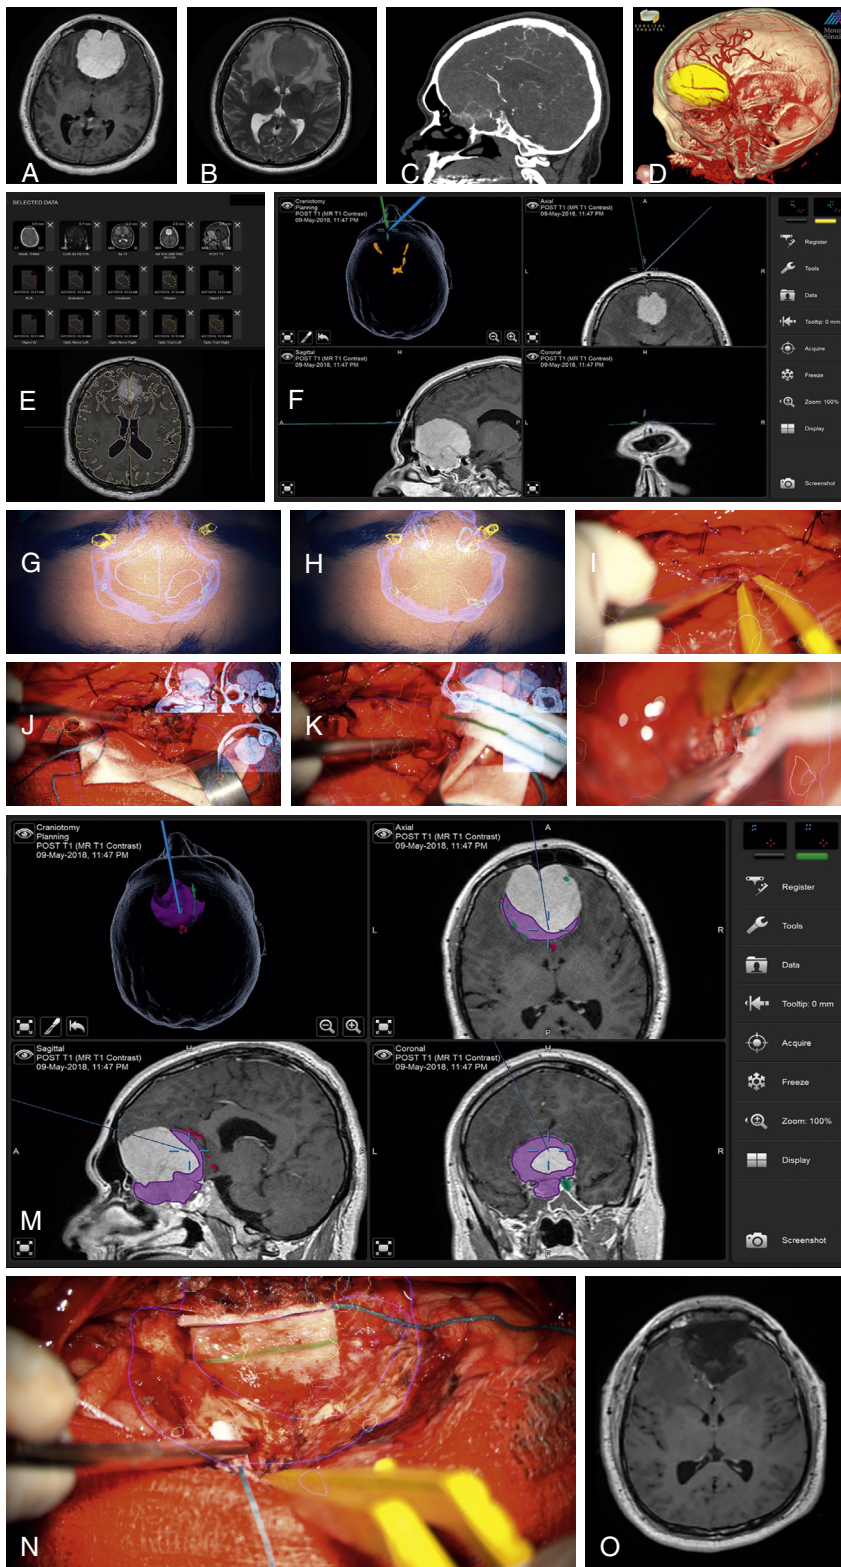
案例1。一位40岁的男性患者，无显著既往病史，因严重的视力丧失和嗅觉缺失前来就诊于内科医生。他的神经系统检查显示右侧视野下部视力为20/400，左侧手指计数，以及嗅觉缺失。(A)术前轴向增强T1 MRI。(B)术前轴向T2 MRI。(C)术前矢状CT血管造影。(D)使用Surgical Theater进行的患者解剖三维规划。(E)通过atlas分割和Brainlab SmartBrush手动分割相结合的方法选择扫描和关键结构分割。(F)通过将显微镜聚焦在放置于患者皮肤上的配准探头上验证的配准。(G)通过显微镜目镜显示的分割构建体叠加在视野上的抬头显示视图。目镜的焦深位于皮肤表面之下，允许显示分割的颅内结构。(H)深焦显示，允许切除某些分段结构，揭示分割模型的更深层部分。(I)开后硬脑膜后覆盖在大脑表面的头部显示。视神经（黄色）和肿瘤（紫色）的投影有助于快速识别肿瘤囊周围初始解剖平面。实线表示显微镜当前焦深处的结构边界。虚线表示显微镜视野平面上结构的最大边界。(J)操作视野的画中画和头部显示。画中画显示标记点以指示操作显微镜的焦点。头部显示根据当前显微镜角度、焦深和放大倍数调整分割模型的显示，以勾勒出患者的解剖结构。(K)操作视野的画中画和头部显示，指示未解剖的前极动脉（绿色）接近位置。预见这一结构使得手术可以高效地进行，直到外科医生接近预期的动脉区域。(L)前极动脉（绿色）的识别。估计的配准误差/脑移位约为3毫米。(M)术中结构更新显示肿瘤残留区域。(N)切除后腔隙。肿瘤边界（紫色），前极动脉（绿色），大脑前动脉（粉红色），视神经（黄色），颈内动脉（蓝色）。(O)术后增强T1 MRI显示完全切除肿瘤。患者术后恢复良好，于术后第3天出院回家。他的视力显著改善。
